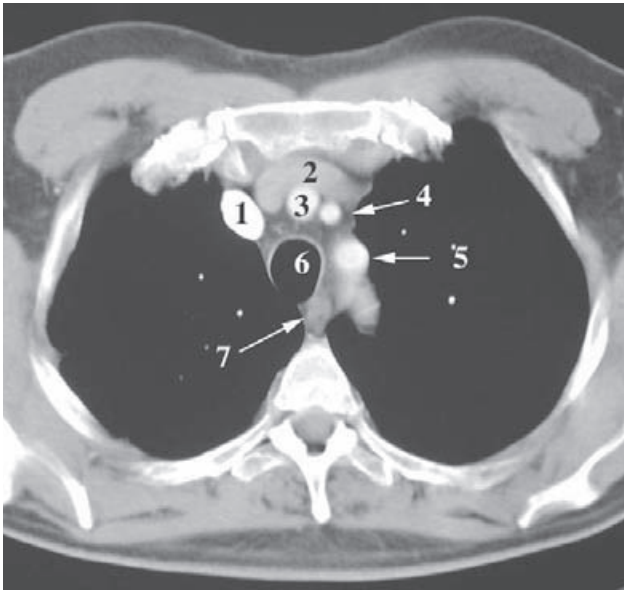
TC de la cavidad torácica a nivel de T2. 1) Tronco venoso braquiocefálico derecho; 2) tronco venoso braquiocefálico izquierdo; 3) tronco arterial braquiocefálico; 4) arteria carótida común izquierda; 5) arteria subclavia izquierda; 6) tráquea; 7) esófago.
